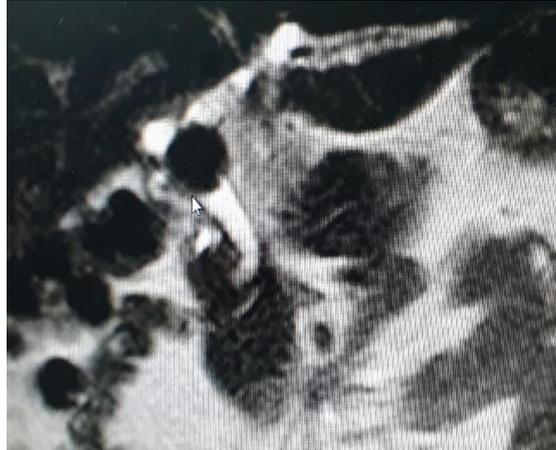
RM de vias biliares pré-operatória, evidenciando vesícula biliar hipodistendida/contraída com conteúdo heterogêneo/lama biliar.
